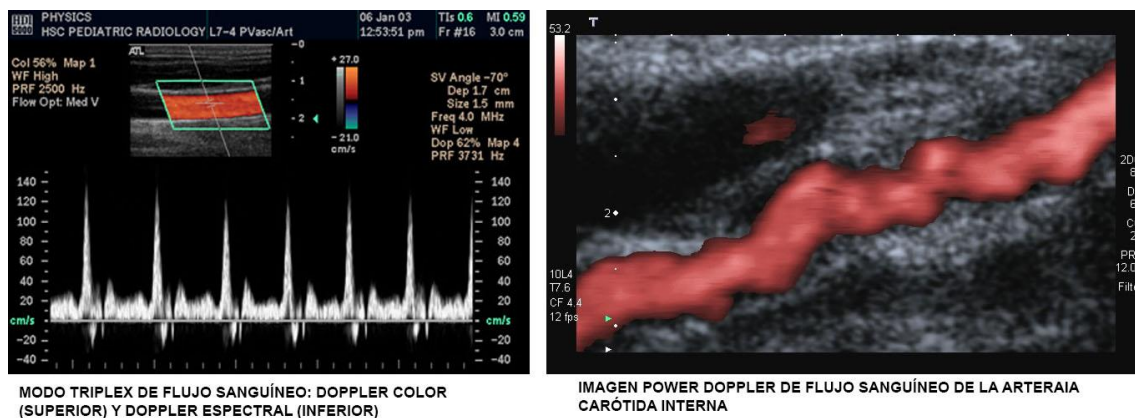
Varias imágenes Doppler. Modo Triplex a la izquierda y modo power Doppler a la derecha (Imágenes con licencia libre Creative Commons)
